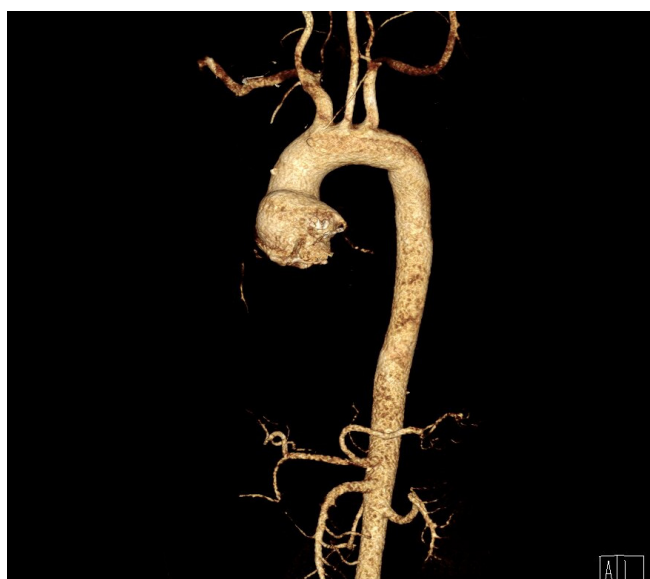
Компьютерная томография с контрастированием аорты: дилатация легочного аутографта в отдаленном периоде.
